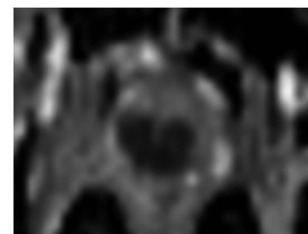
低危组前列腺癌 T2WI、DWI、ADC 图
